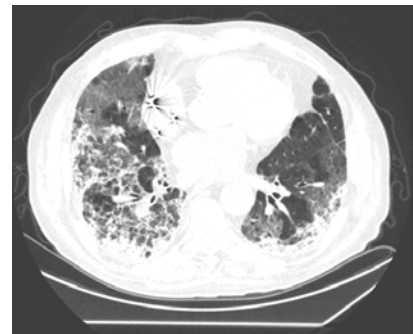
На представленном КТ-изображении органов грудной клетки в обоих легких визуализируются выраженные двусторонние ретикулярные изменения по типу «бульжной мостовой»
